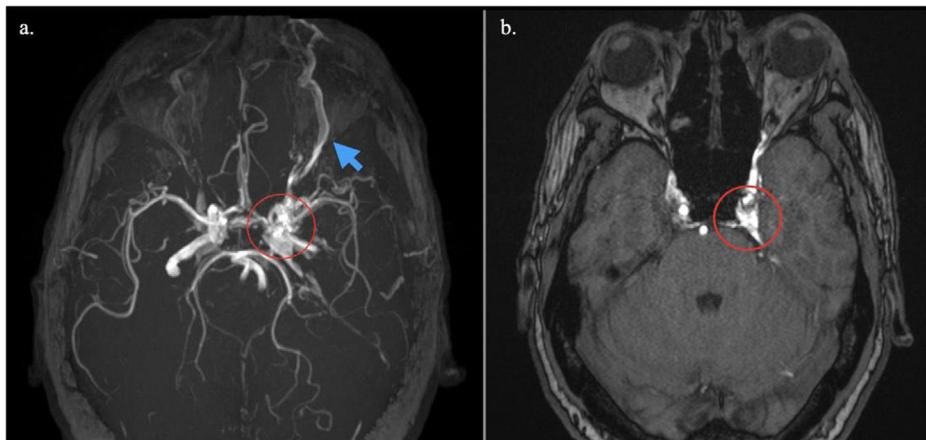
Angiografía por resonancia magnética con contraste. A) Proyección de máxima intensidad que muestra pérdida de definición de la porción intracavernosa de la arteria carótida interna con agrandamiento de la vena oftálmica superior ipsilateral (flecha azul). B) Imagen ponderada en T1 que muestra asimetría de la luz de la porción cavernosa de la arteria carótida interna izquierda con extravasación de material de contraste paramagnético al seno cavernoso ipsilateral.
